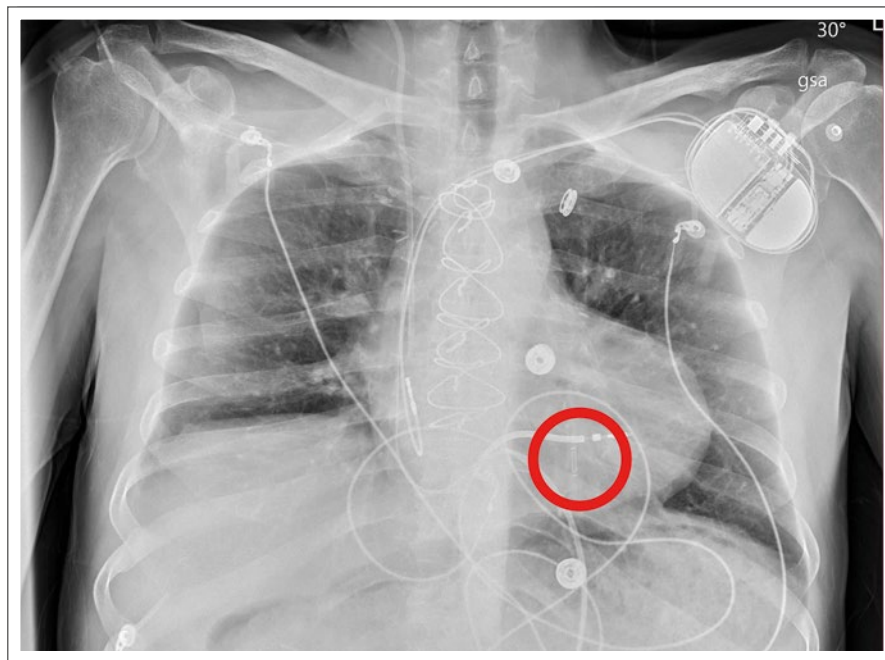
Präoperatives Röntgen mit implantiertem CardioMEMS-System (roter Kreis)
